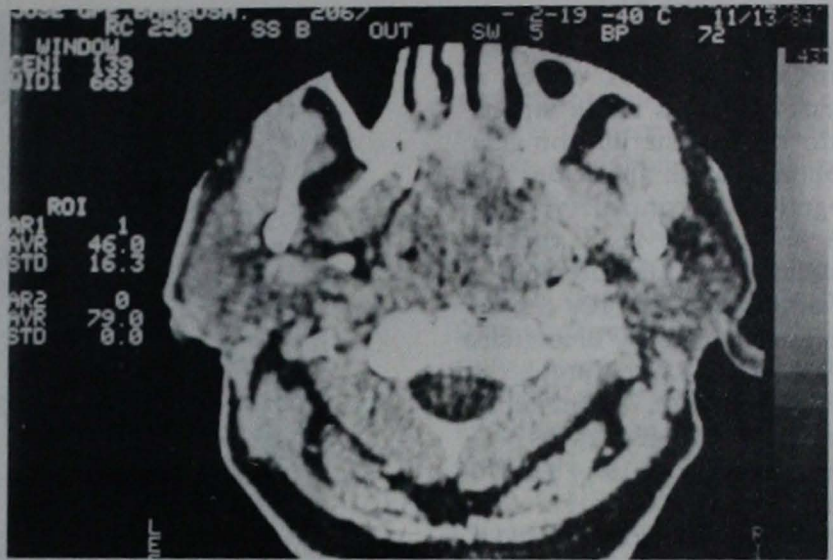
Tomografía axial computarizada en la que se aprecia la presencia de una gran tumoración nasofaríngea, que erosiona la pared anterior del seno esfenoidal, sin existir erosión a nivel del clivus. En el seno maxilar del lado derecho se aprecia tumoración quística con engrosamiento de la mucosa que corresponde al mucocele asociado.
